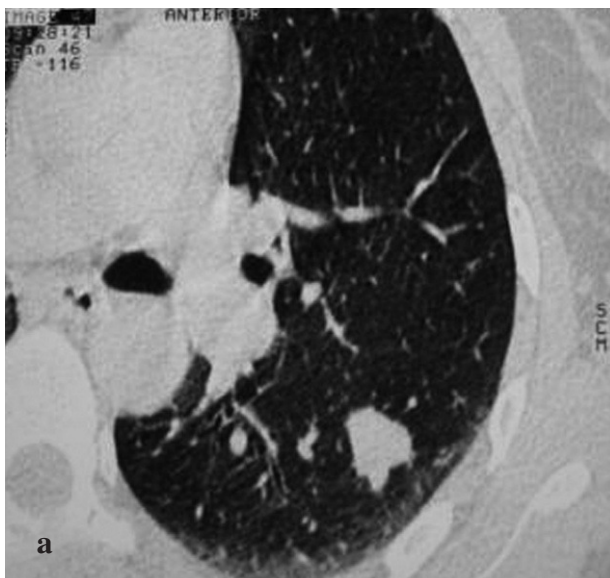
Tomografías computarizadas de tórax: a) se aprecia un nódulo pulmonar periférico en el lóbulo inferior izquierdo; b) se observa un nódulo pulmonar intraparenquimatoso en el lóbulo superior derecho.
